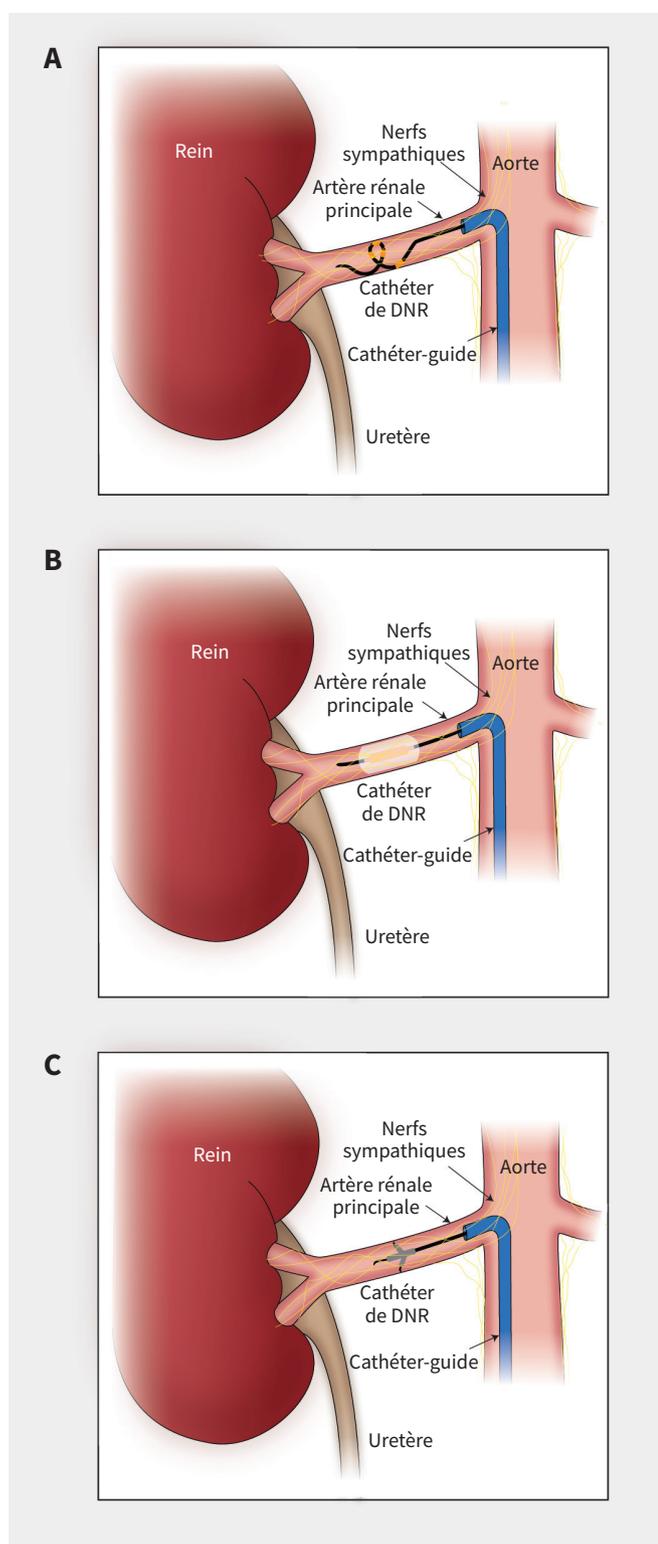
Ablation circonférentielle des nerfs sympathiques rénaux par (A) ablation par radiofréquences délivrée par plusieurs électrodes, (B) dénervation par ultrasons, ou (C) dénervation rénale par injection d'alcool périsvasculaire. Le traitement par radiofréquences est administré des 2 côtés à plusieurs endroits des artères rénales principales et parenchymateuses dont le diamètre est compris entre 3 et 8 mm. La dénervation rénale par ultrasons ou par injection d'alcool périsvasculaire est seulement administrée aux artères rénales principales. Remarque : DNR = dénervation rénale.
